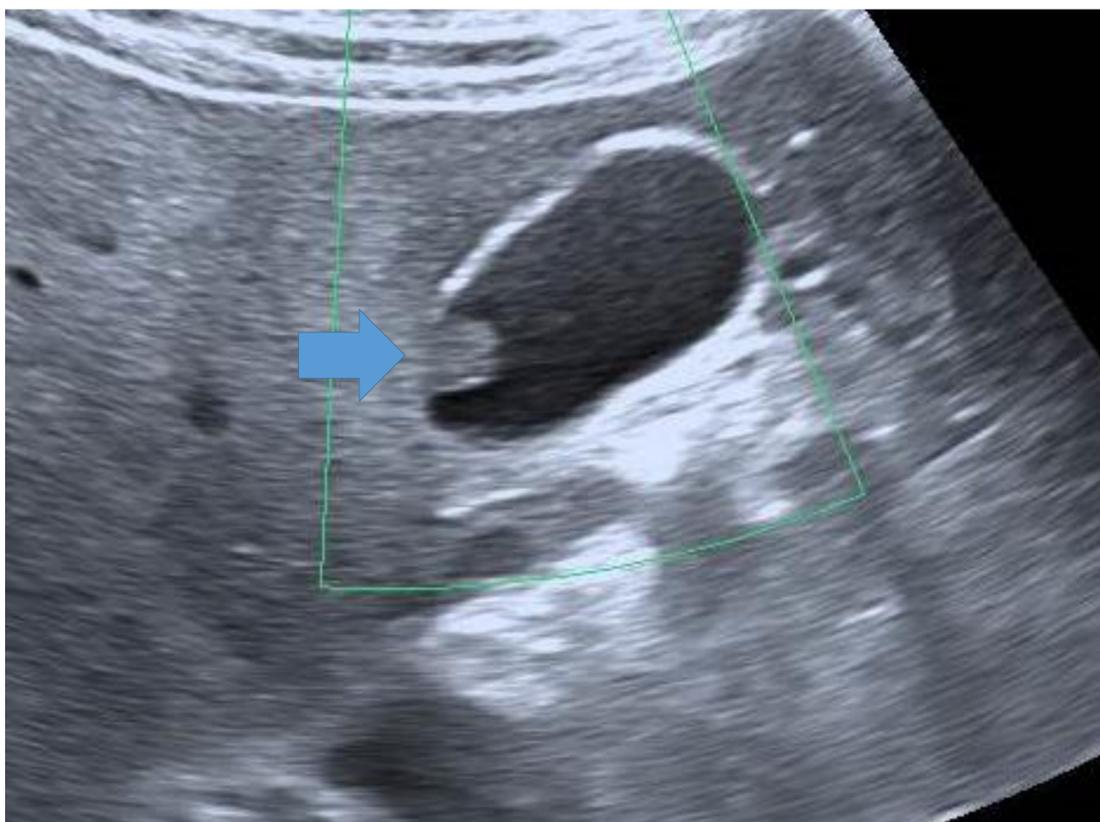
Ecografía abdominal, plano subcostal derecho. Pólipo vesicular (flecha): foco hiperecogénico que protruye desde la pared de la vesícula a la luz de la misma.
